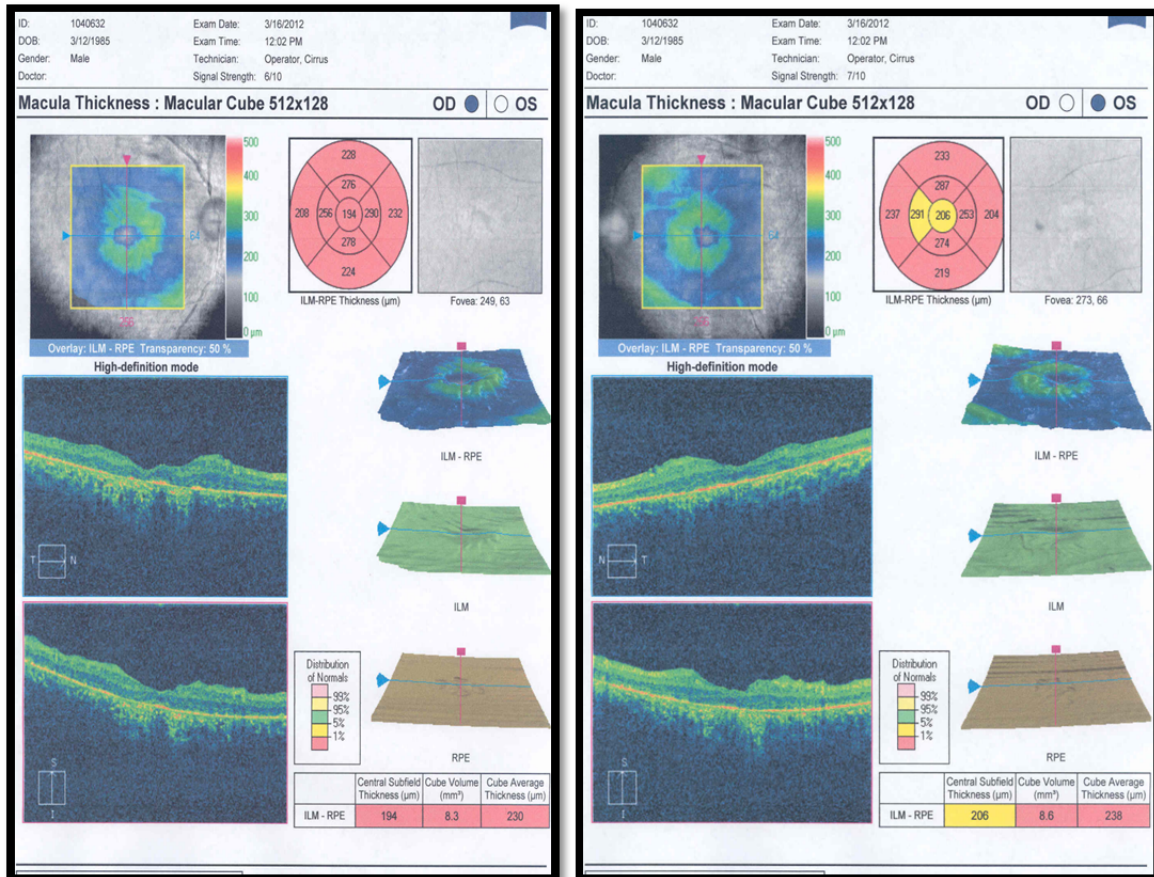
Tomografía de coherencia óptica se observa una atrofia generalizada de la retina.
